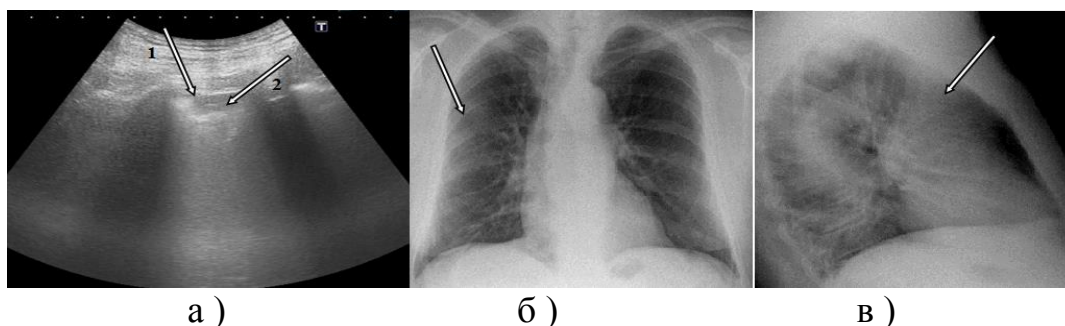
(а,б,в) – УЗ-мониторирование пневмонии в S3 на 3 сутки госпитализации (1-ая контрольная точка) (а) и рентгенография органов грудной клетки на 7 сутки госпитализации (б, в): положительная динамика в виде уменьшения протяженности гипоехогенного участка воспалительной инфильтрации (1), снижение эхогенности и уменьшение распространенности «воздушной бронхограммы» 2(а). Стадия разрешения плевропневмонии в S3, S4 справа по данным рентгенографии (б, в)
